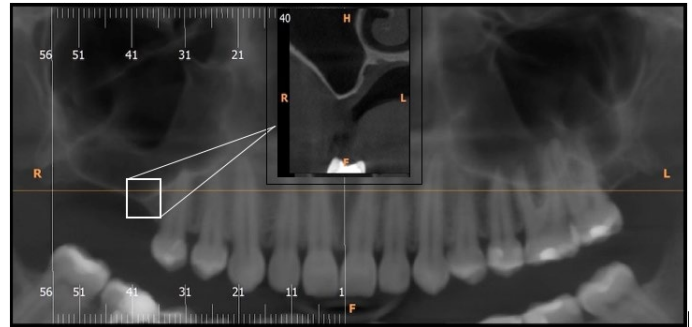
The radiological examination of preoperative tomography.
